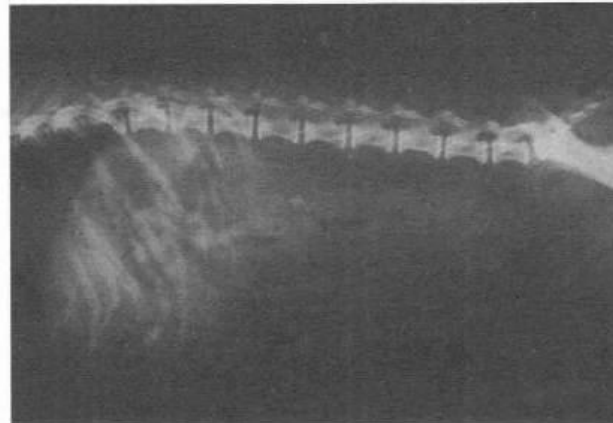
Рентгенограмма брюшной полости в боковой проекции
